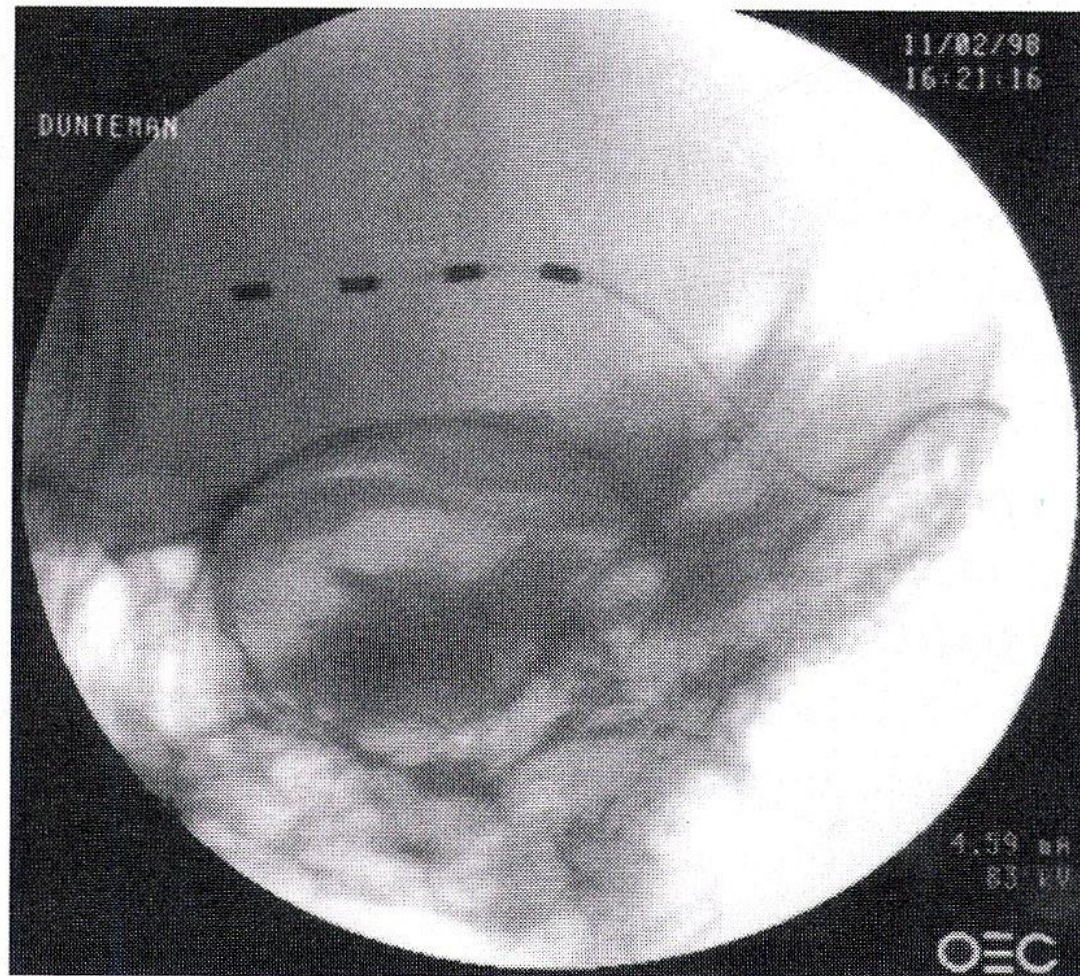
Radiograph of supraorbital/supratrochlear nerve electrode for the management of pain in the trigeminal distribution. (Reproduced from Duntelman (2002), with permission.)
